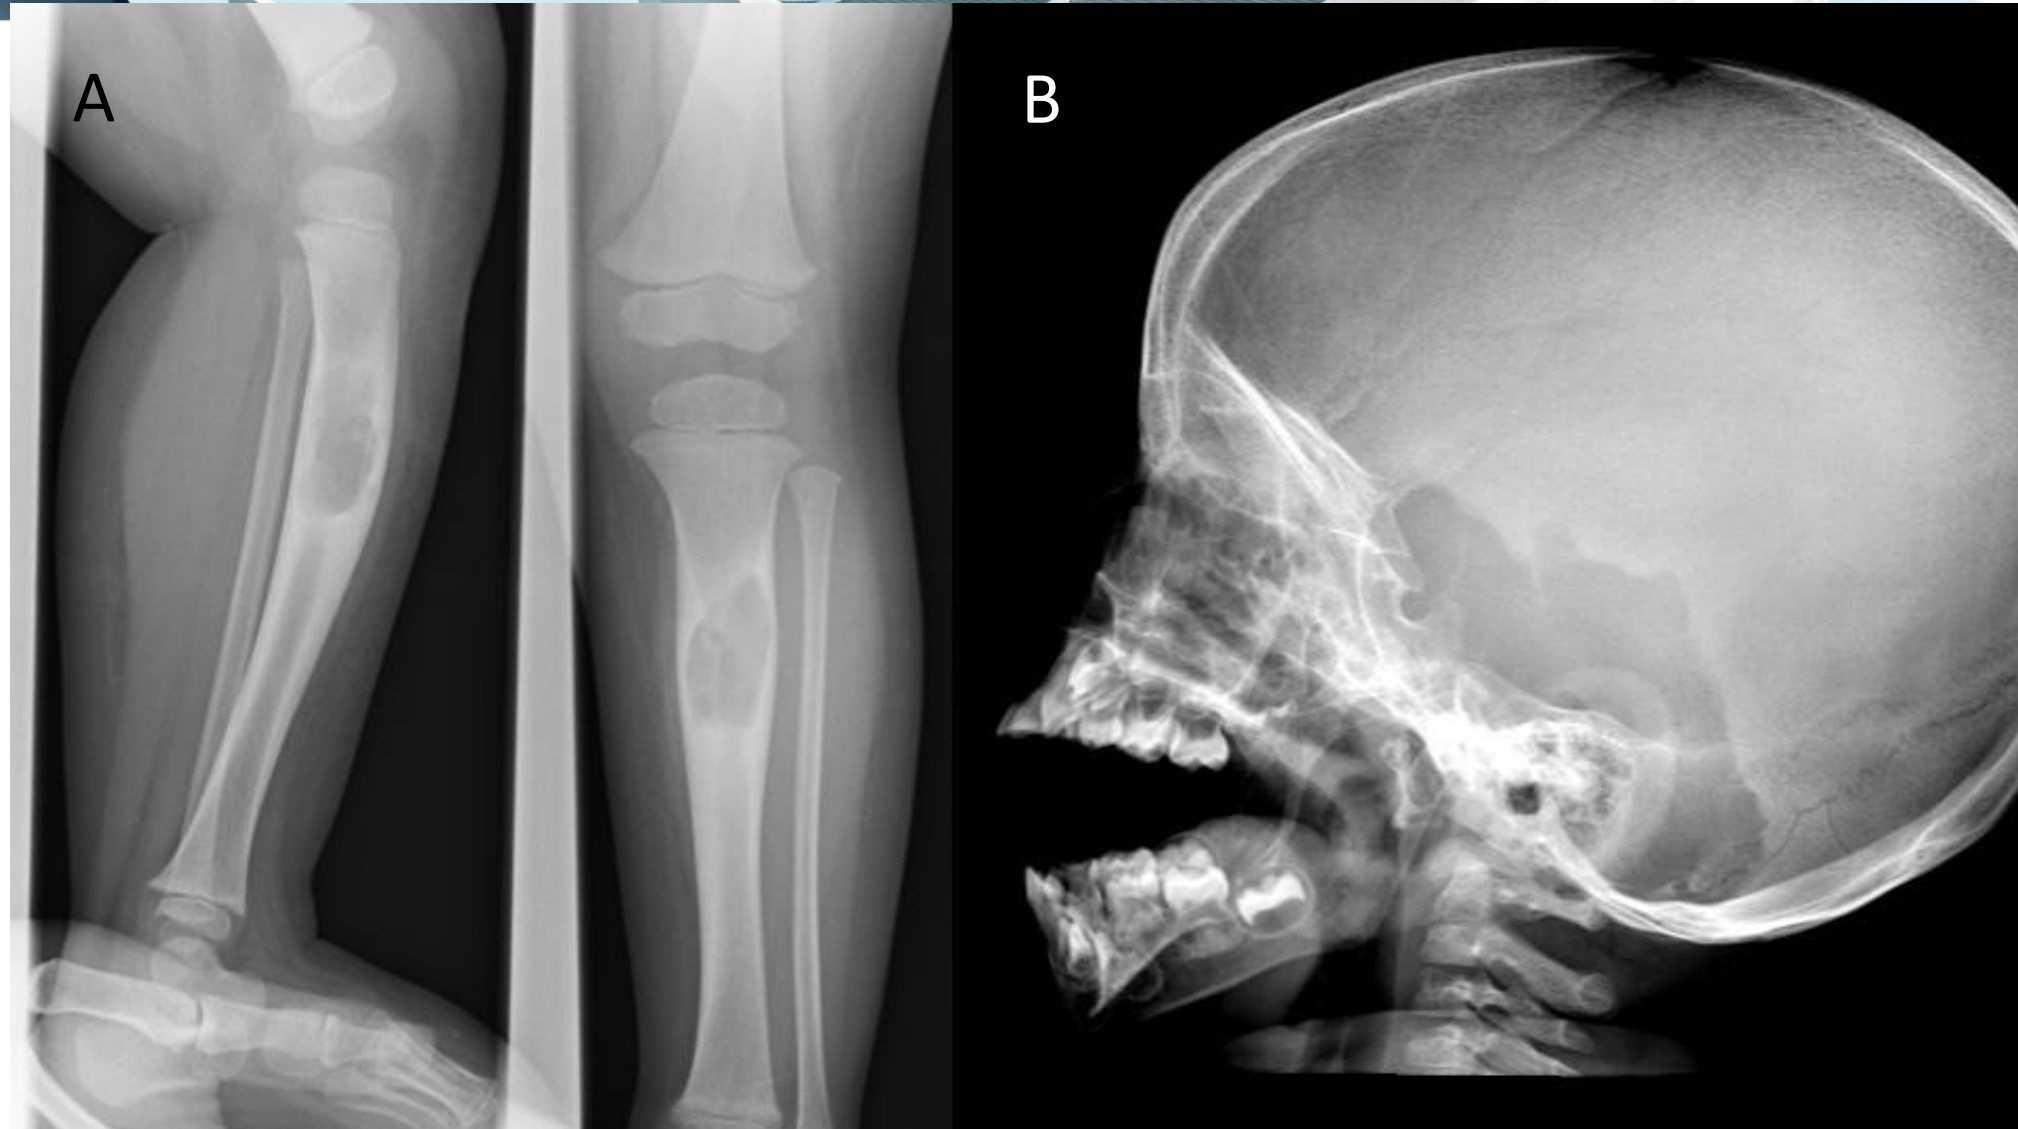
Radiografías en las que se observa una lesión lítica en la diáfisis tibia (A) y en el hueso temporal izquierdo (B).
